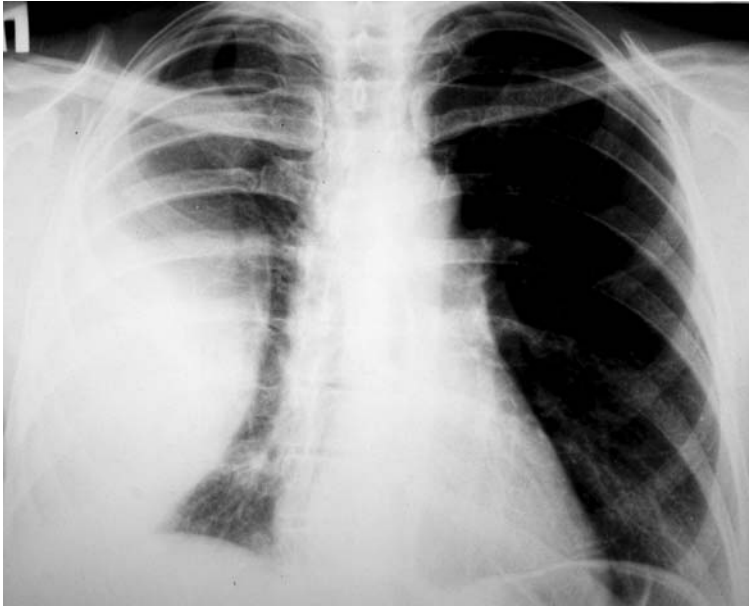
Рентгенограма грудної клітини. Пряма проекція.
